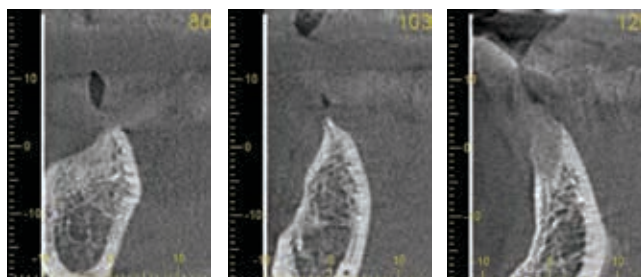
Срезы КТ в области отсутствующих 43, 45, 47 зубов, на которых виден дефицит объема костной ткани с щечной стороны
